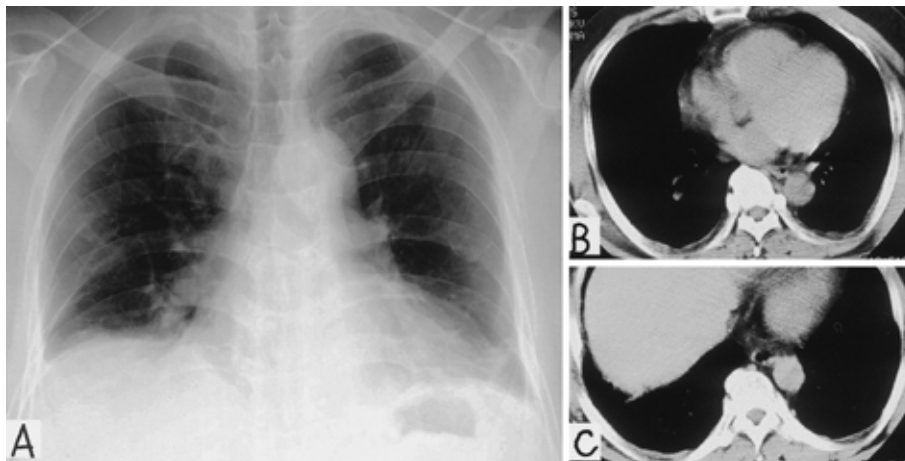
A: Chest radiograph on 1st admission showing bilateral blunting of costophrenic angles. B: Chest CT scan on 1st admission, showing shadows suspicious of pleural thickening of bilateral back lesions or a little bilateral pleural effusion.
